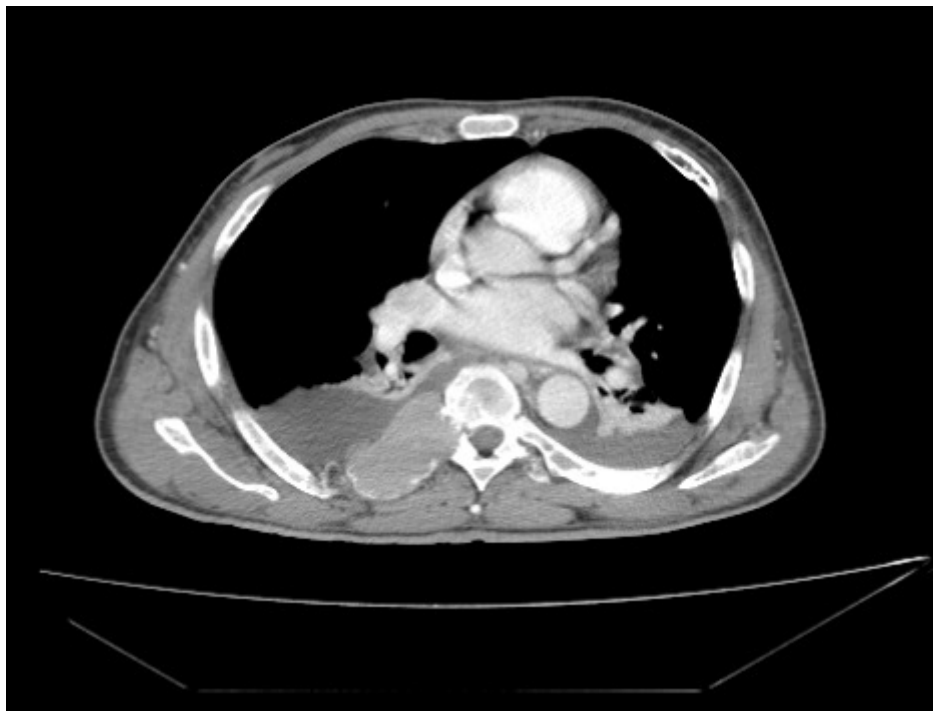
Tomografía computada de tórax, corte axial donde se visualiza insuflación de la costilla derecha por imagen osteolítica que erosiona inclusive faceta de la vértebra torácica. Además derrame pleural bilateral y adenopatía hiliar derecha.
